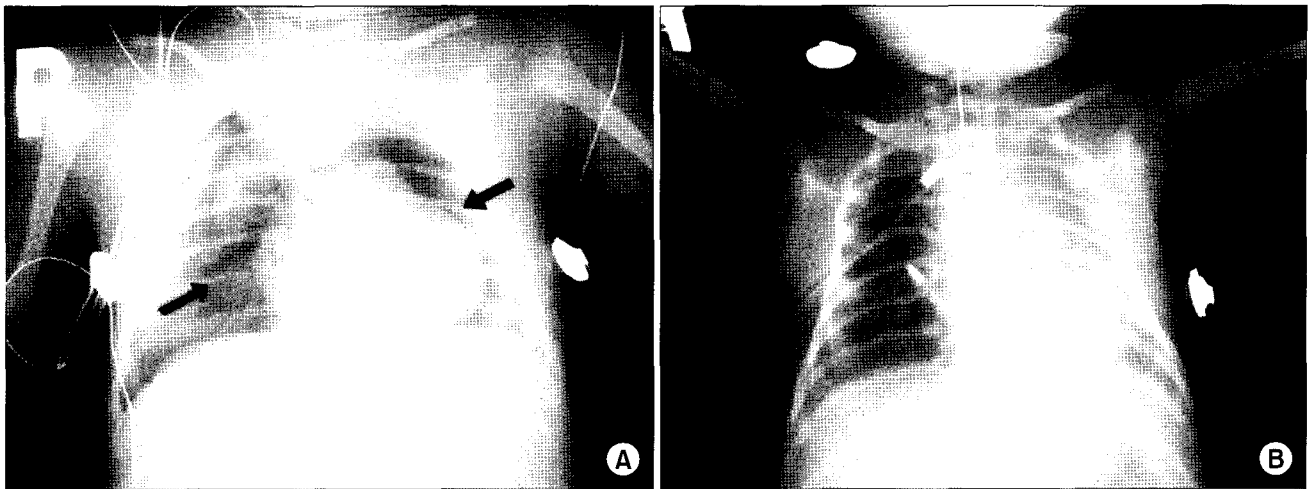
(A) Preoperative chest x-ray with pneumopericardium (arrow) and right pneumothorax, (B) Postoperative chest x-ray. The pneumopericardium disappeared.
